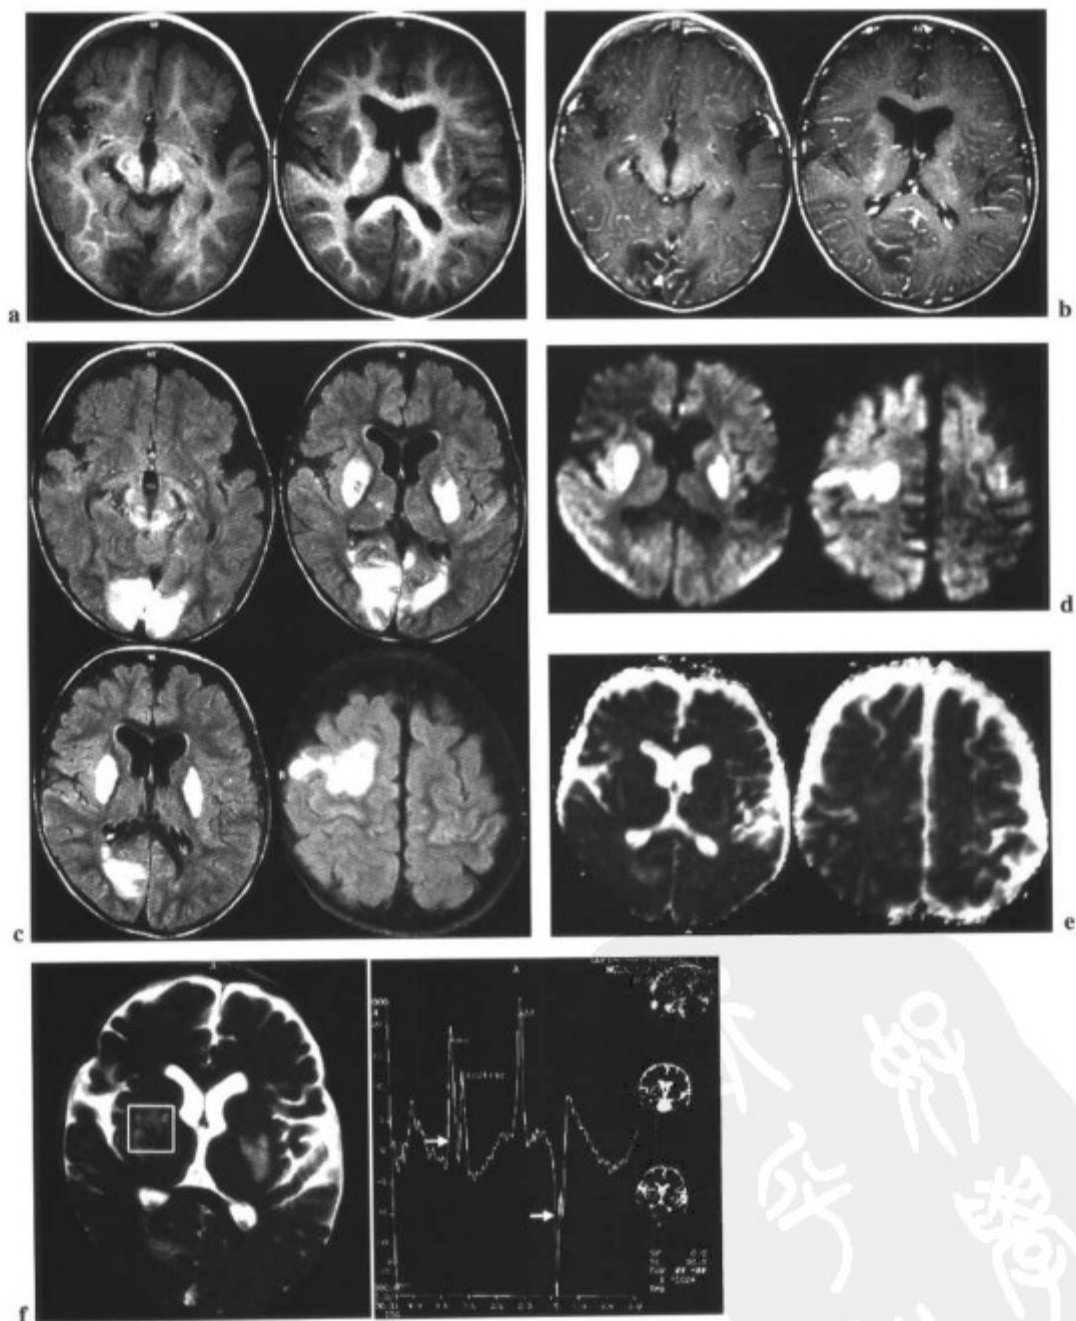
(a、b 和 c) 1 岁男孩伴严重的肌张力减低、吞咽障碍、癫痫和多发脑梗死, 特别是在基底节和枕叶, 表现为 T1WI (a) 低信号, 轻度强化 (b) 和 FLAIR 序列高信号 (c)。(d) 一些梗死显示为扩散加权 (DWI) 高信号, 以及表观扩散系数 (ADC) 图的低信号 (e), 符合近期梗死。(f) 右侧病灶波谱分析显示反转的 Lac 峰位于基线 (箭标)。
